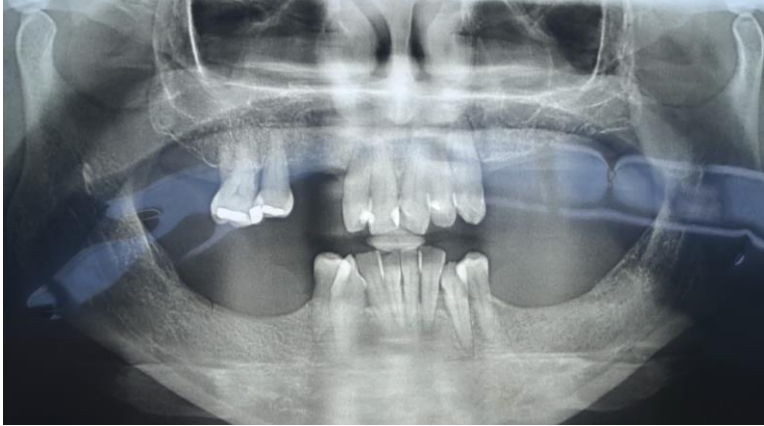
Radiografia panorâmica inicial revelando condição bucal e reabsorção óssea
